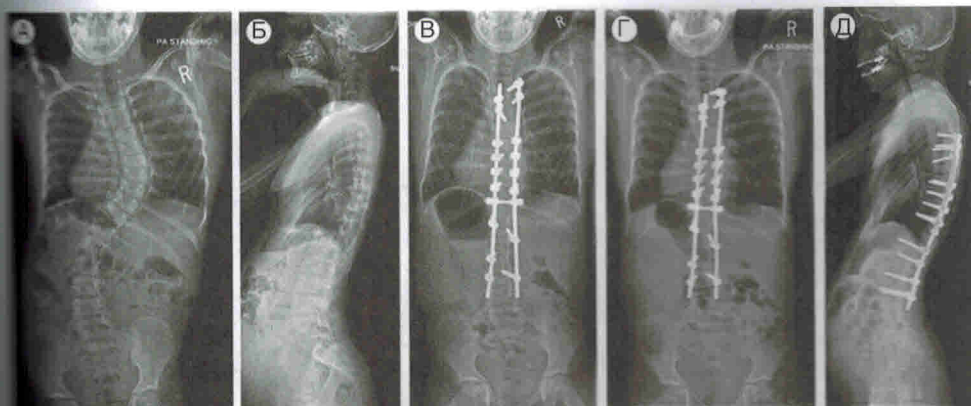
Рентгеновские снимки, демонстрирующие метод SHILLA (А–Д)
